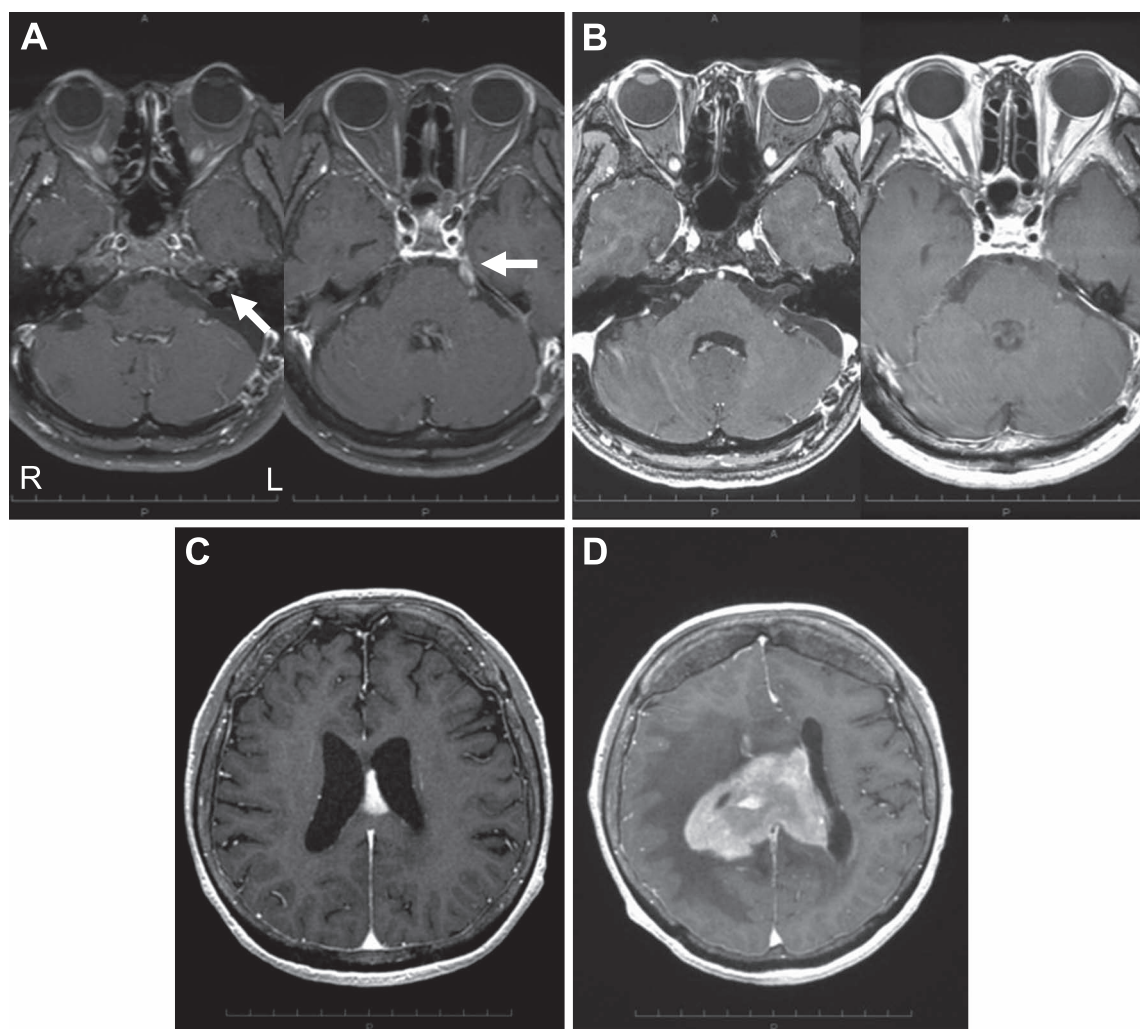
Follow-up T₁-weighted MRI with gadolinium enhancement.
